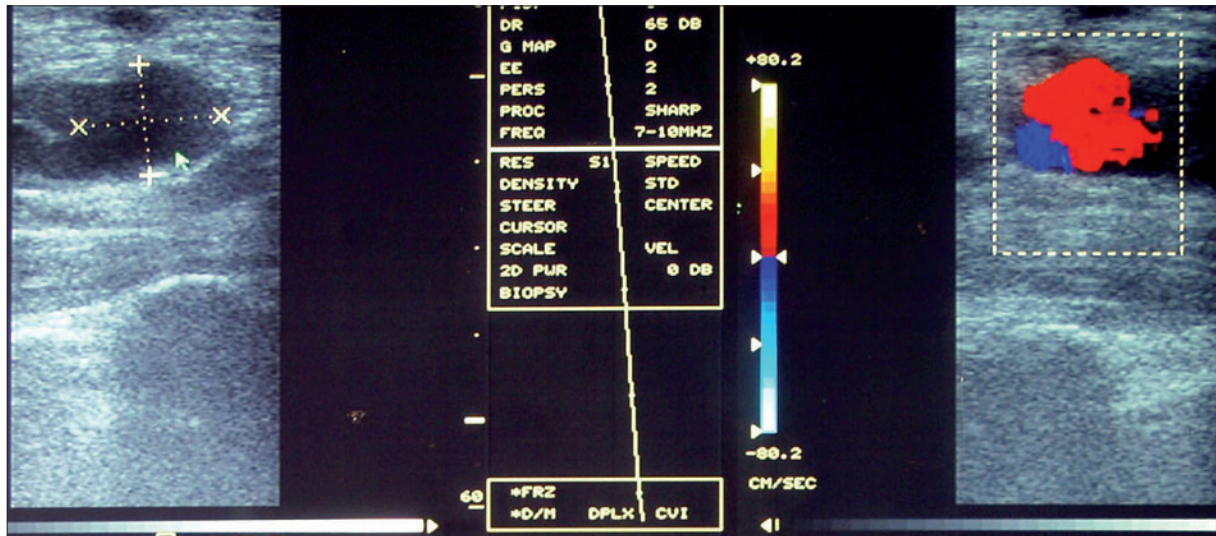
Ecografía en modo B de fístula arteriovenosa radiocefálica. Imagen de estenosis en la anastomosis arteriovenosa.
